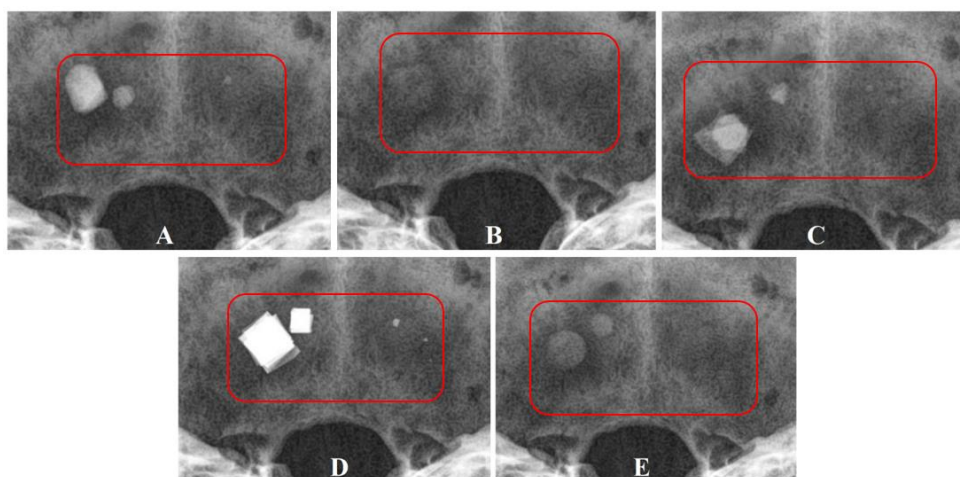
RTG snímky cudzích telies (červený rám) umiestnených medzi mäkkým tkanivom a kosťou. Telesá na snímkach sú zoradené podľa veľkosti zhora nadol od najväčšieho po najmenšie. A – kameň, B – drevo, C – sklo, D – kov, E – plast.
